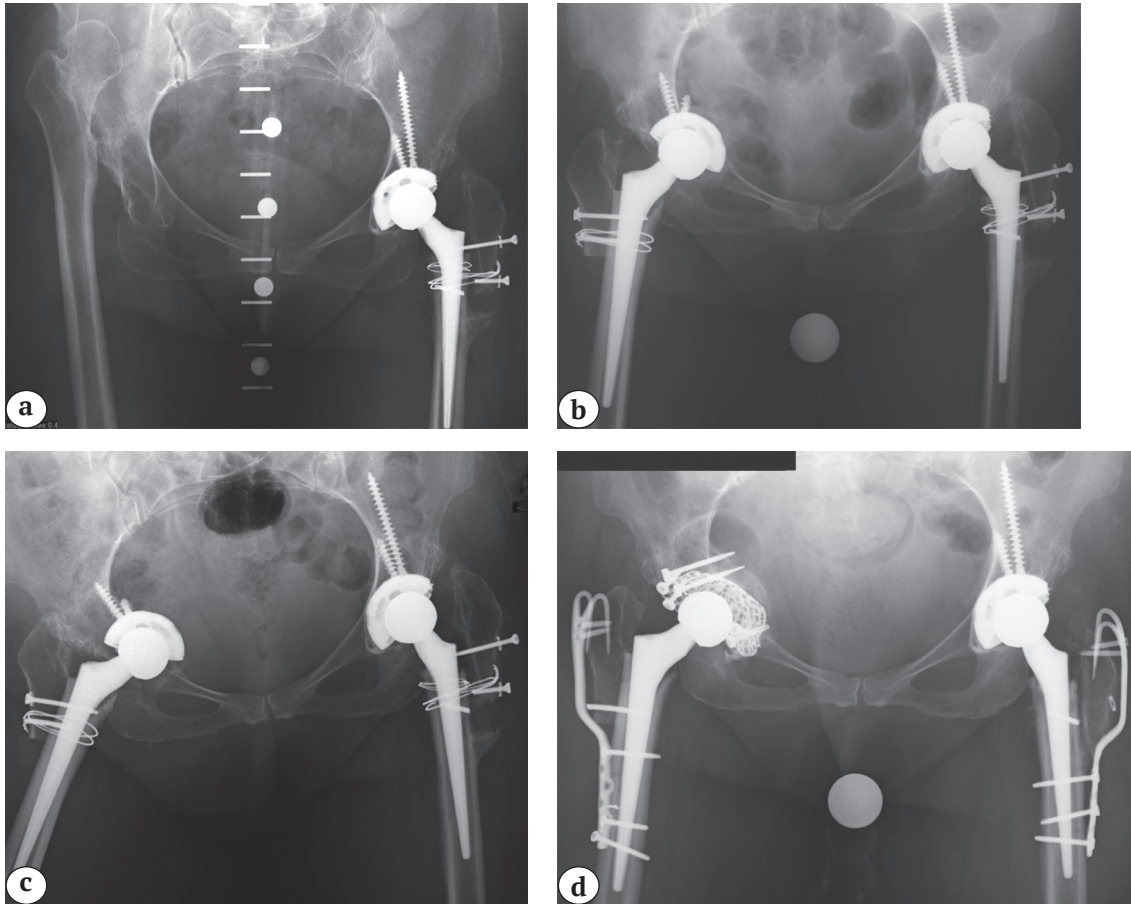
Рентгенограммы пациентки 47 лет: а — до первичной операции; б — непосредственно после операции; с — через сутки после операции; д — после ревизии
